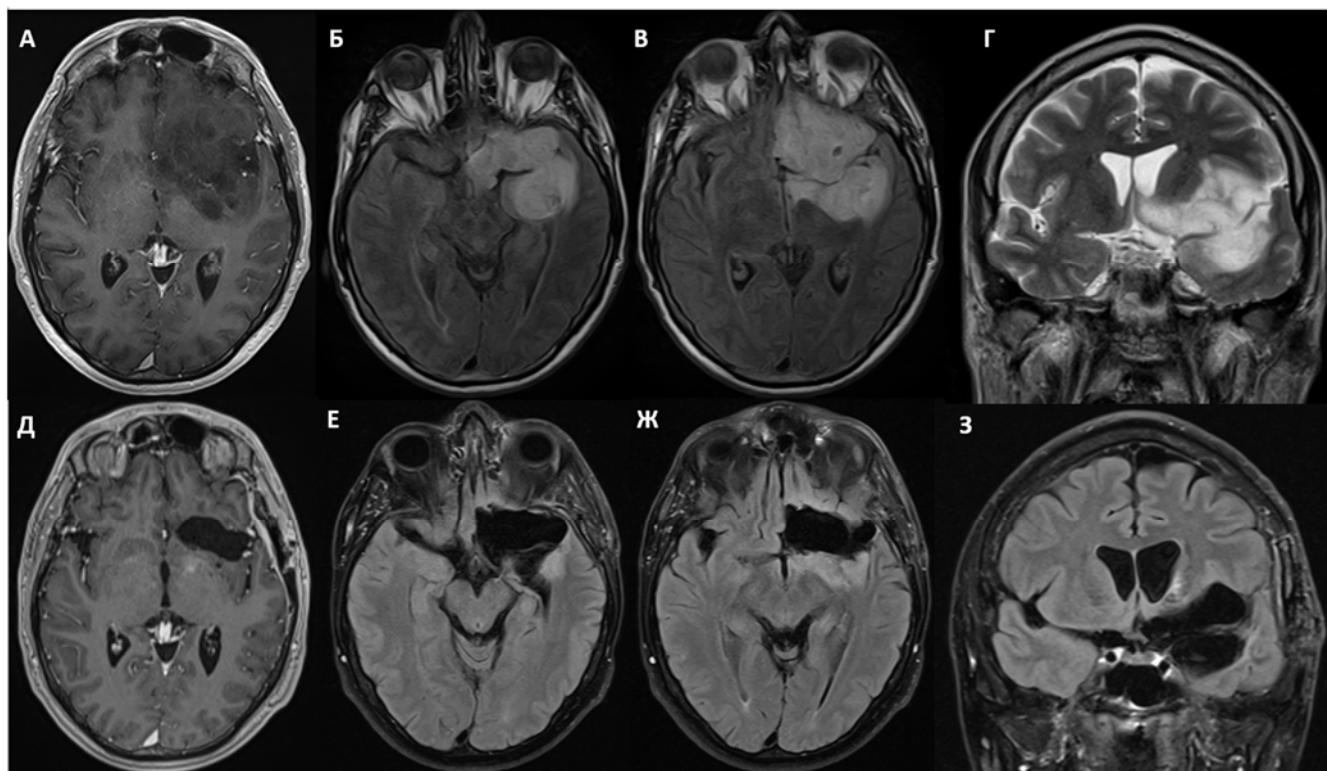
МР-изображения пациента с глиомой височно-лобно-островковой локализации и БПМ: А, Б, В, Г – дооперационные МРТ. Артерии проходят внутри опухоли. Д, Е, Ж, З – послеоперационные МРТ через 6 месяцев. Отмечаются остатки опухоли кзади от лентикулостриарных артерий в базальном переднем мозге
